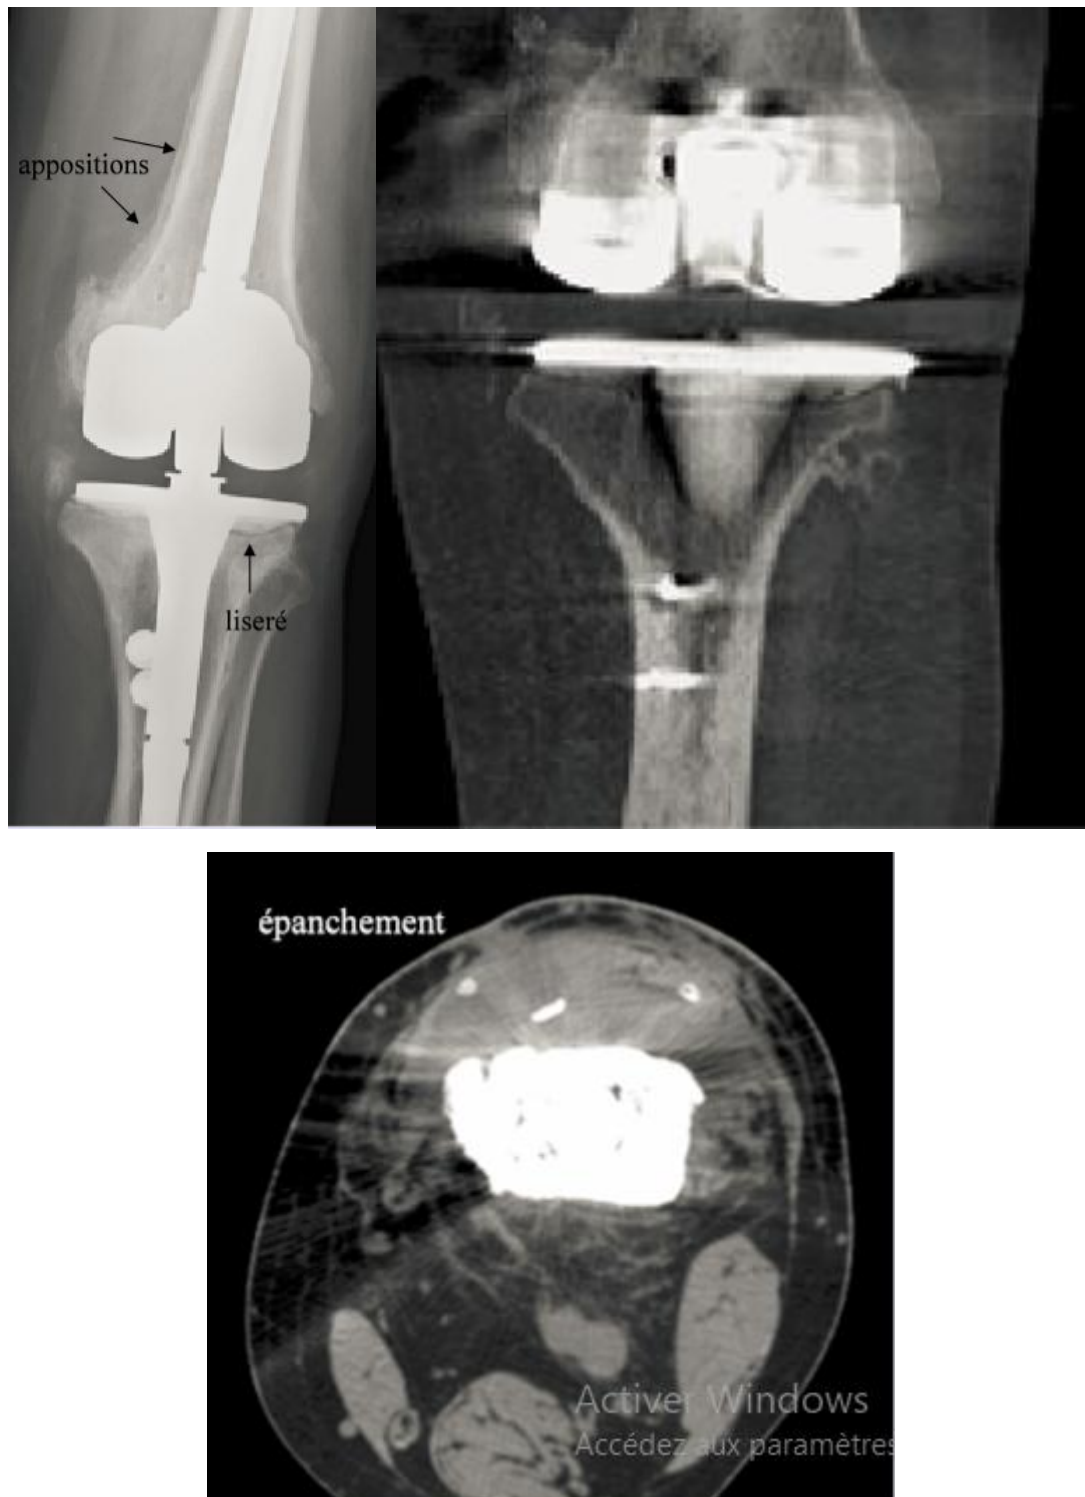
Radiographie de face et coupe TDM montrant le liseré à l'interface ciment-os de l'embase tibiale, des appositions périostées et un épanchement intra-articulaire
